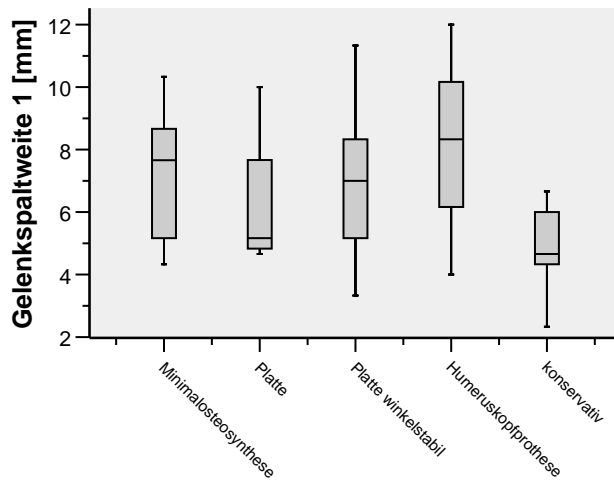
Gelenkspaltweite anhand postoperativer Röntgenaufnahmen in mm
